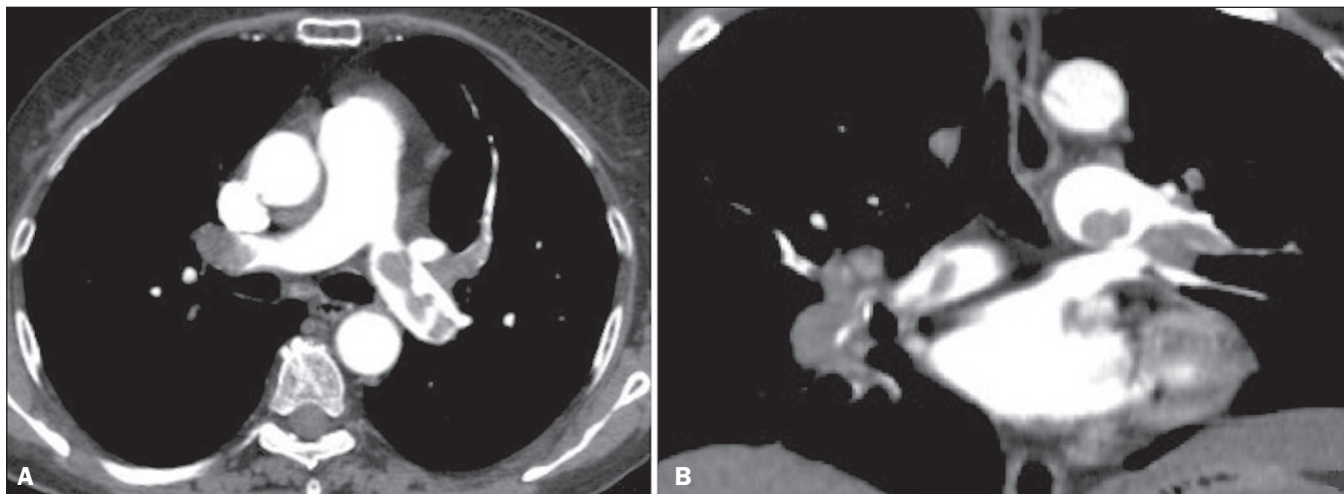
TEP agudo em paciente do sexo feminino, 62 anos. TC em cortes axial (A) e coronal (B) mostrando extensa falha de enchimento irregular nas artérias pulmonares direita e esquerda, com extensão para seus ramos segmentares.
